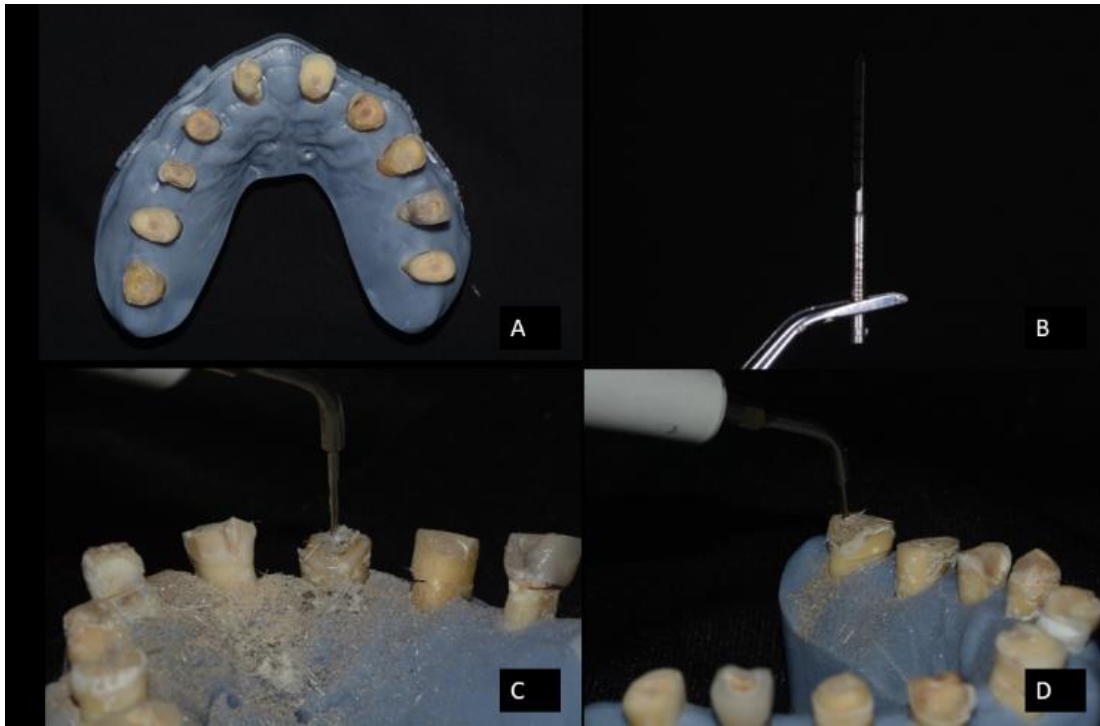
Técnica ultrasonido
